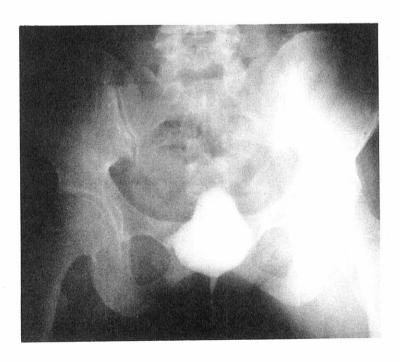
Roentgenograms showing bladder diverticulum during micturition (Case 3). 図 5 排尿時の比較的大きな膀胱憩室を示すレントゲン写真(例 3)
